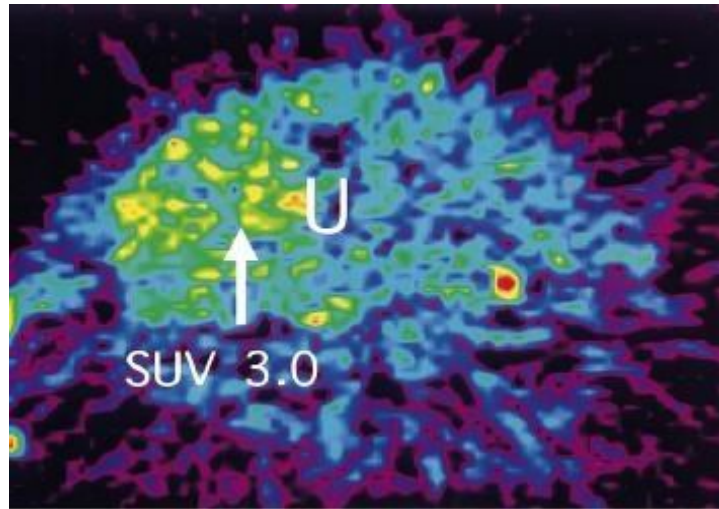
Image PET-FDG de la même patiente porteuse de LMS (figure IRM) mettant en évidence une accumulation du FDG au niveau de l'utérus U (Flèche). L'hypersignal vu dans 2A correspond à de la nécrose. [130]
